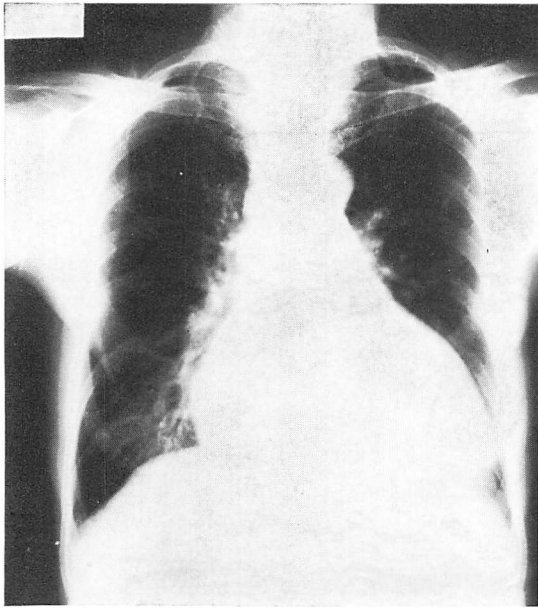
Chest roentgenogram of Case 14 (55 y.o. woman).
